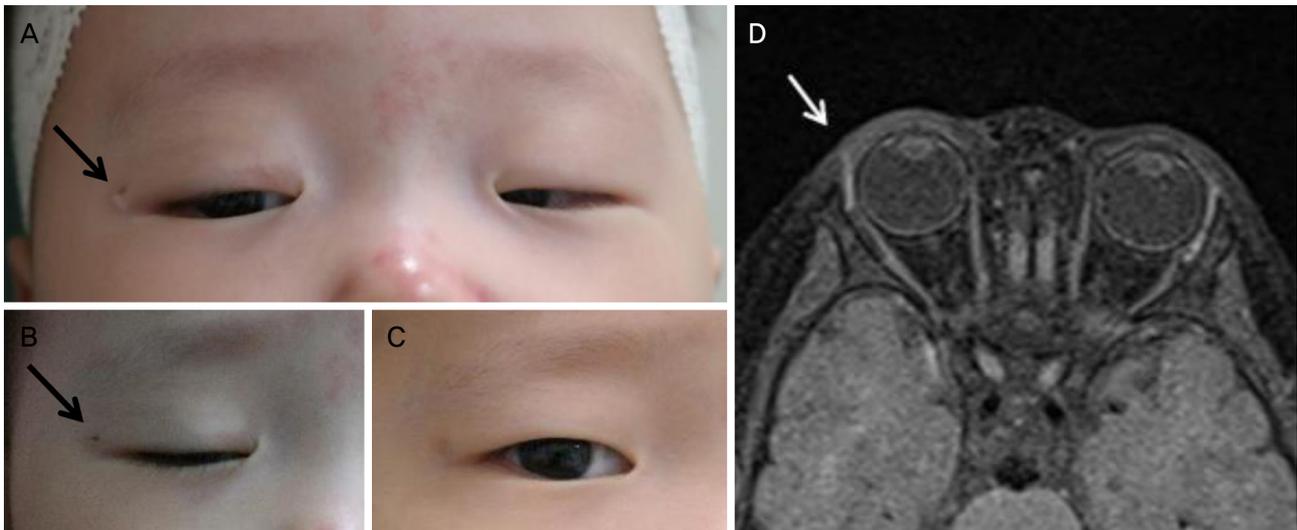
These are the patient's clinical photographs and orbit magnetic resonance images. Clinical photograph demonstrates the skin dimpling (black arrow) with clear fluid and hair on superolateral side of the right lateral canthus (A, B). Postoperative photograph at 12 months after procedure showing a good cosmetic appearance and no recurrence (C). The tract from the right lacrimal gland (white arrow) shows high intensity in the T1-weighted fat suppressed images (D).
